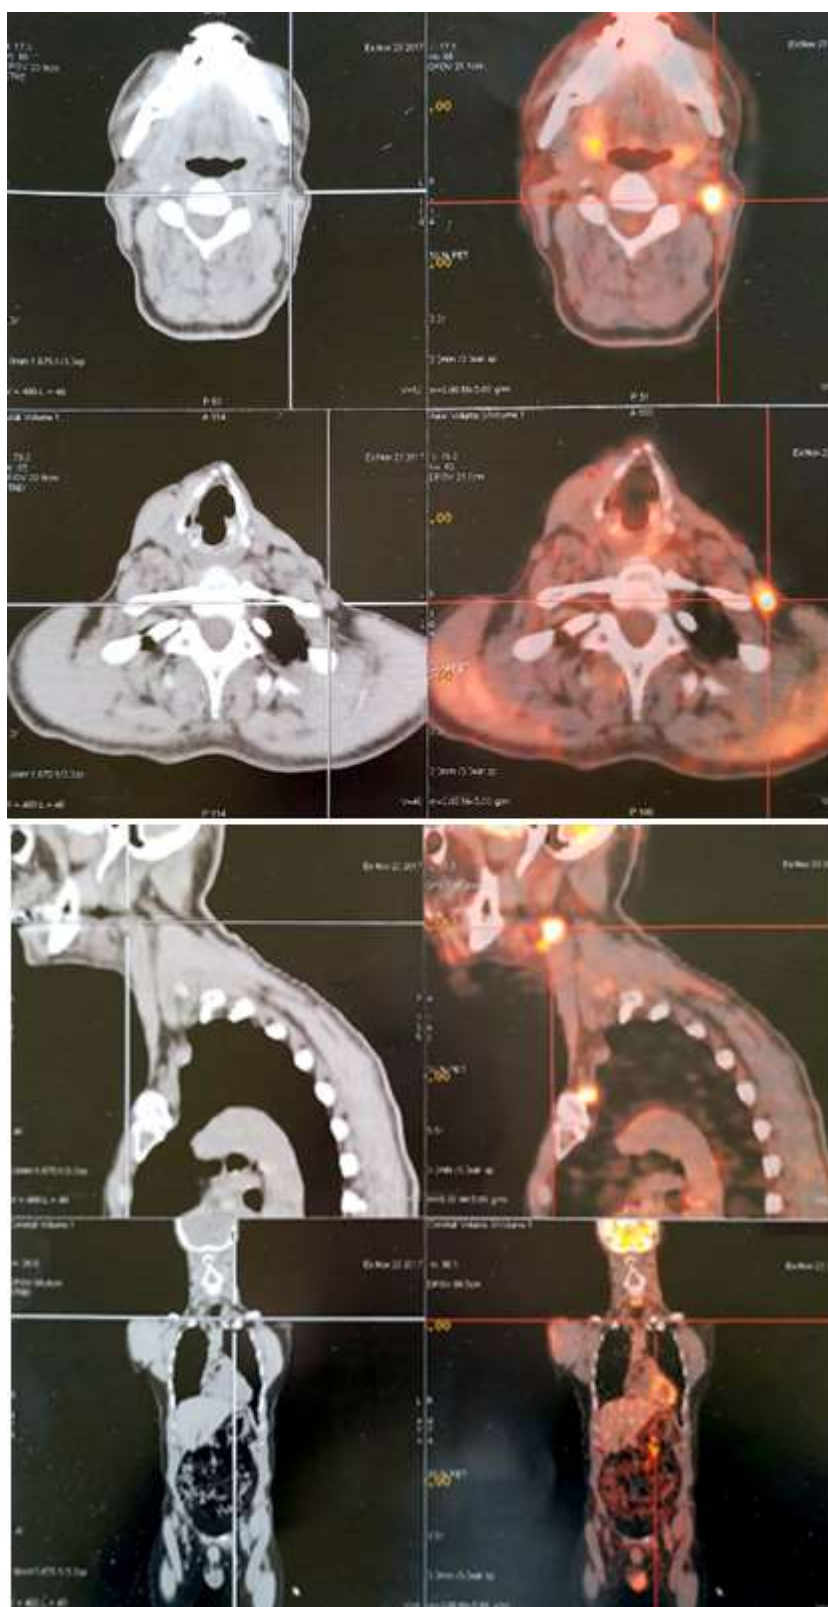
PET-scann : foyers d'hypermétabolismes pathologiques latéro-cervicaux gauches
